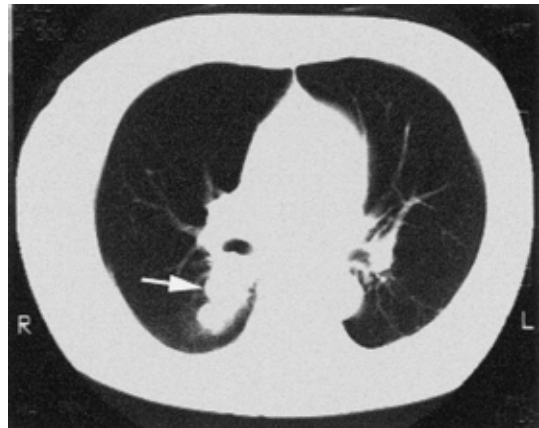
胸部 CT . 右気管支後方に径 2.5 cm の腫瘍 ( 矢印) を認め , 肺腫瘍の診断を得た .
